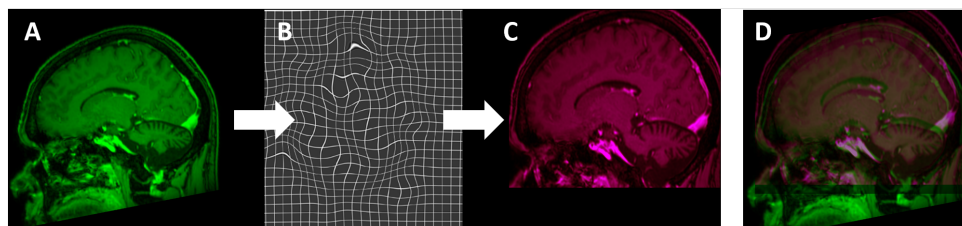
Znázornění koregistrace obrazu CT (růžově) na obraz MRI (zeleně), převzato z [26].
